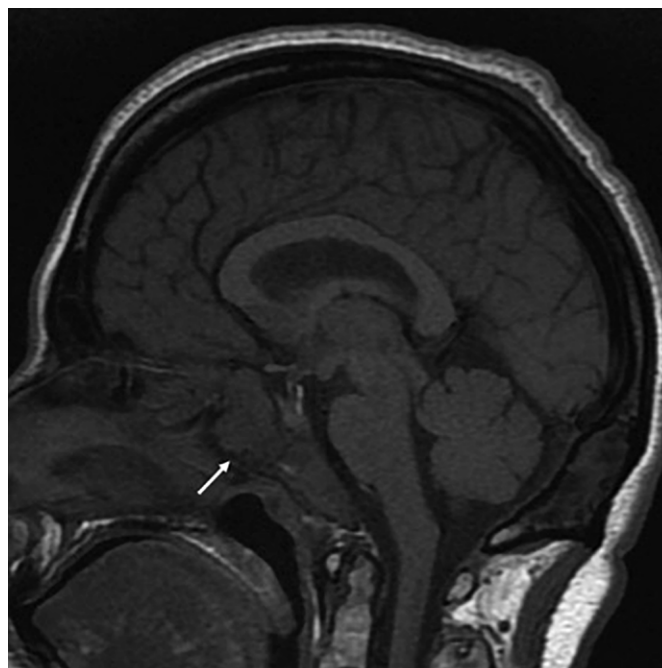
Пациентка М. МРТ. Фиброзная дисплазия клиновидной кости.
